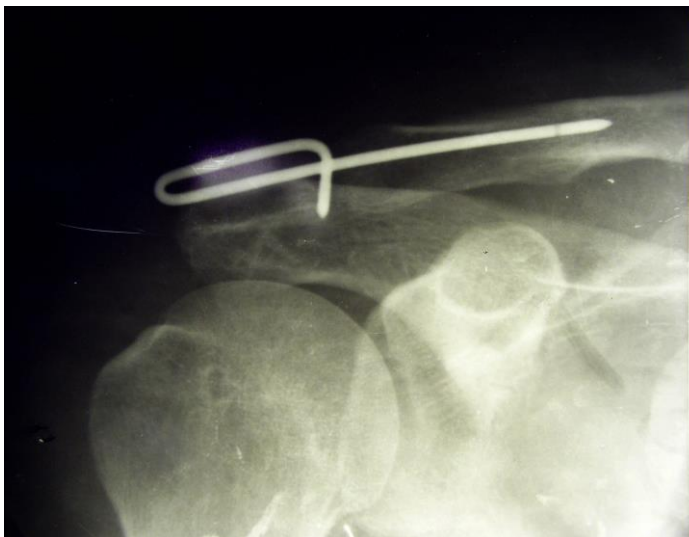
Рентгенограмма трансарткулярной фиксации штифтом Богданова.
